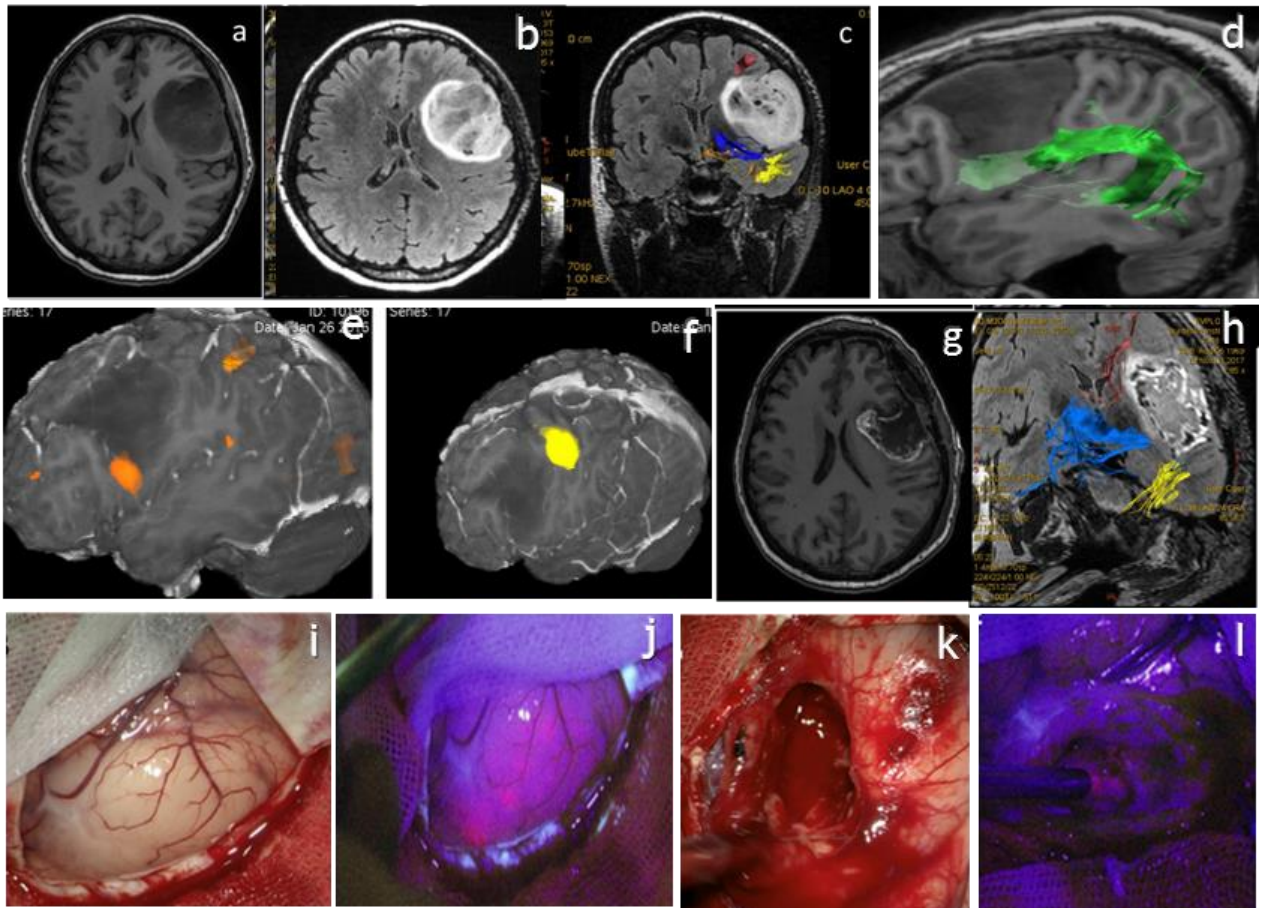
М., 40 лет, клиническое наблюдение 17. А - МРТ аксиальный срез до операции в T1 режиме, В – аксиальный срез в T2 FLAIR режиме до операции, С – коронарный срез в T2 FLAIR режиме до операции с длинными ассоциативными трактами, D – МРТ до операции, сагиттальный срез с аркуатным трактом, Е- функциональная МРТ до операции, в передне-нижнем полюсе опухоли выявляется зона Брока, F – функциональная МРТ до операции, в заднем полюсе опухоли выявляется корковая моторная зона плеча, G – МРТ с контрастом после операции в первые 48 часов, аксиальный срез, H – МРТ после операции в первые 48 часов в T2 FLAIR режиме, коронарный срез, с длинными ассоциативными трактами (вне опухолевого ложа), I – интраоперационная фотография коры – вид в белом свете, J - интраоперационная фотография коры – вид в режиме BL 400, отмечается слабо-розовая флуоресценция пораженной опухолью коры левой лобной доли, K – интраоперационная фотография: этап резекции опухоли, вид полости на этапе резекции в белом свете L - этап резекции опухоли, вид полости на этапе резекции во флуоресцентном режиме BL 400, отмечается слабо-розовая флуоресценция остаточной части опухоли.
